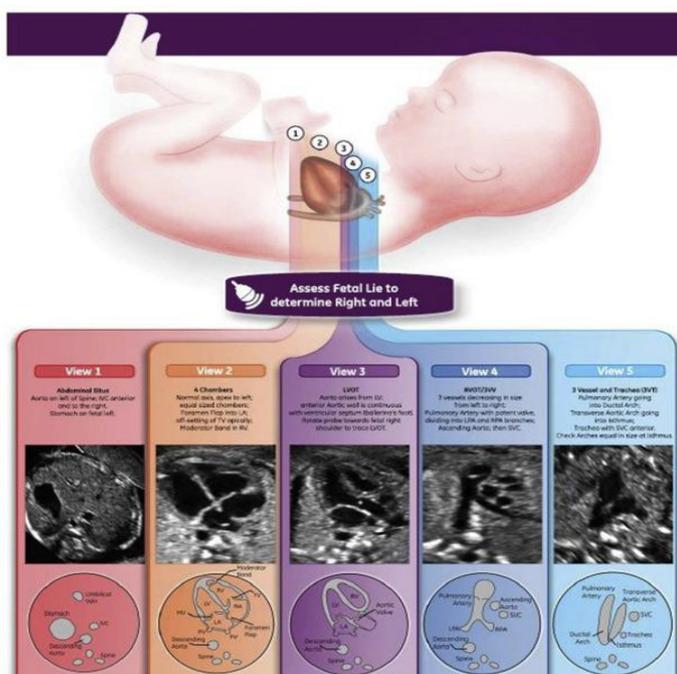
Ultrassonografia obstétrica modalidade estendida (cinco cortes do coração fetal).
